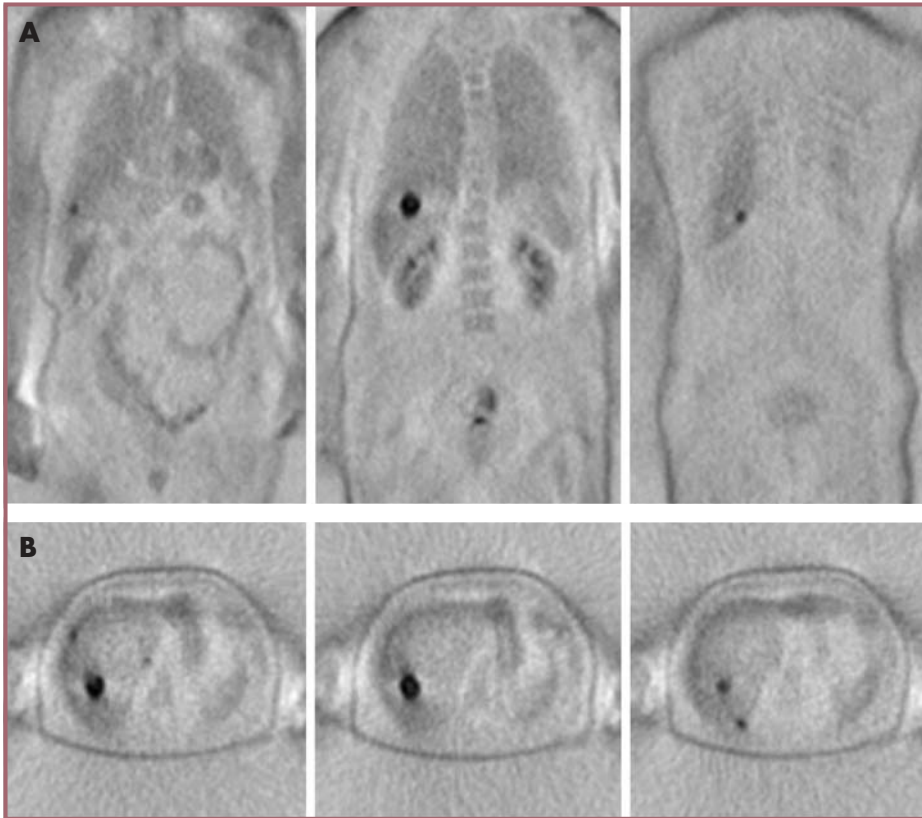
Paciente con adenocarcinoma de colon tratado que presenta en la TAC una imagen de 3 cm en LHD compatible con metástasis. En los planos coronales (A) y axiales (B) de la PET-FDG se aprecia captación elevada en dicha lesión y se pone de manifiesto la existencia de otras imágenes hepáticas de menor tamaño compatibles con infiltración metastásica múltiple.
